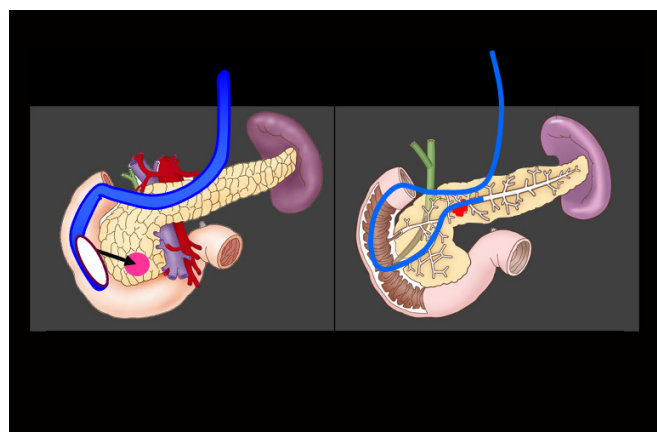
EUS-FNA(超音波内視鏡下穿刺吸引法)とSPACE(連続脾液細胞診)
